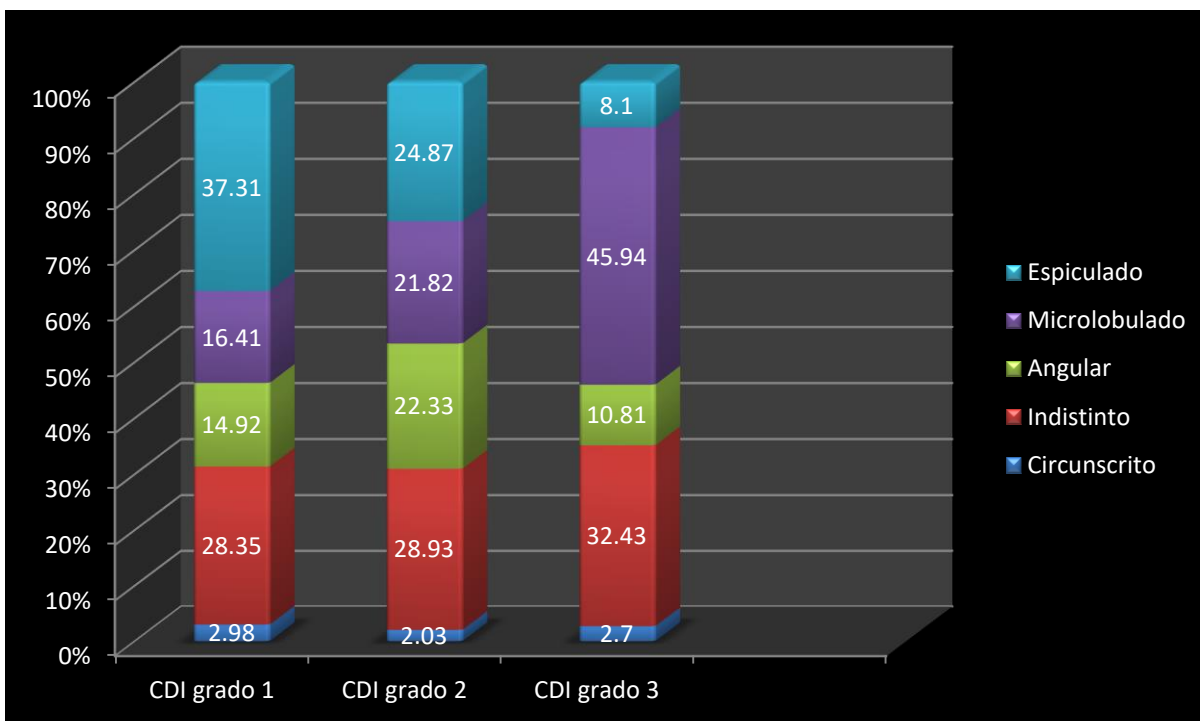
Porcentaje de márgenes en ultrasonido para los diferentes grados de carcinoma ductal invasor.
